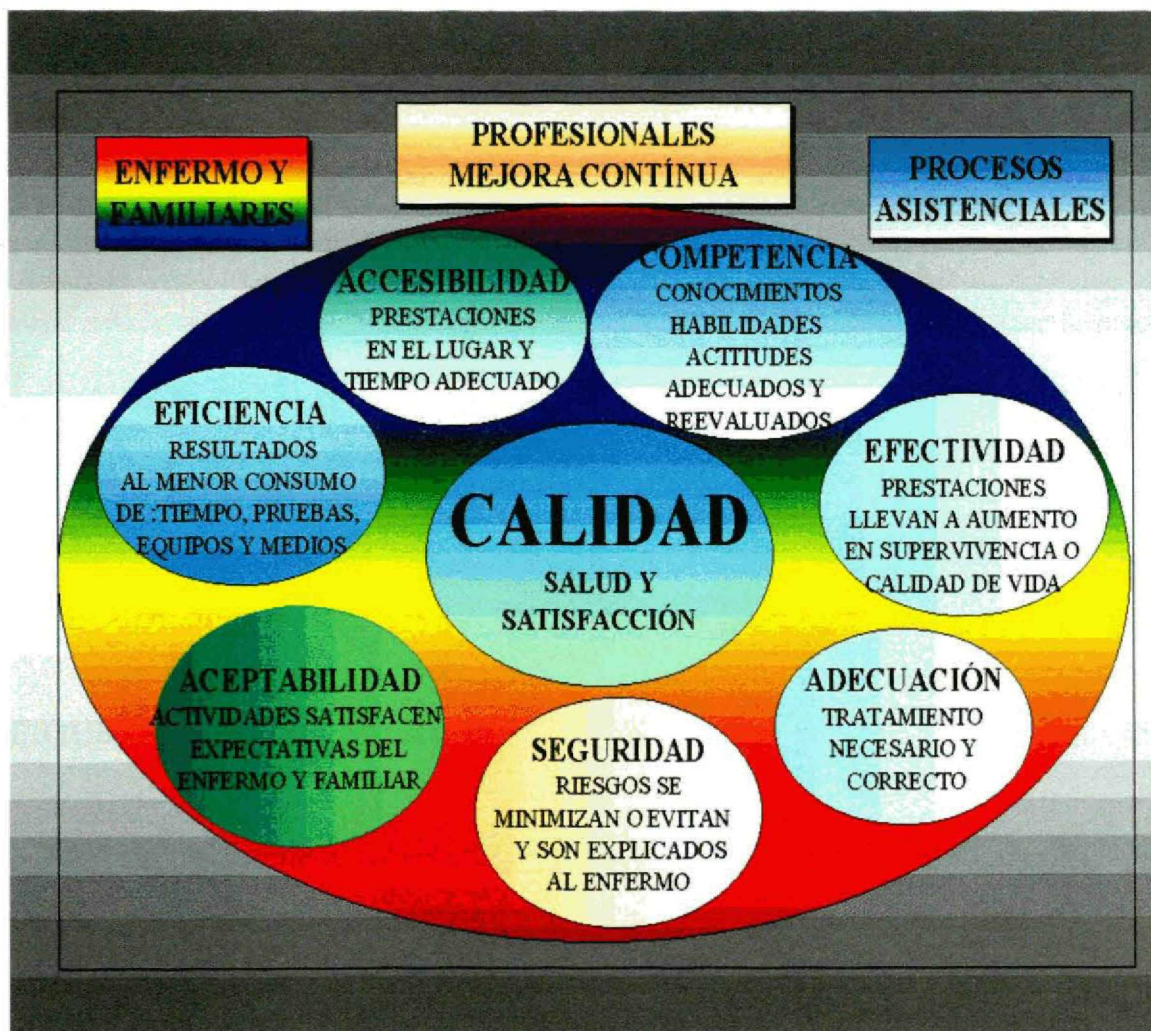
ASPECTOS CLAVES PARA CONSEGUIR CALIDAD, EN TÉRMINOS DE SALUD Y SATISFACCIÓN, CON LA ATENCIÓN SANITARIA.
